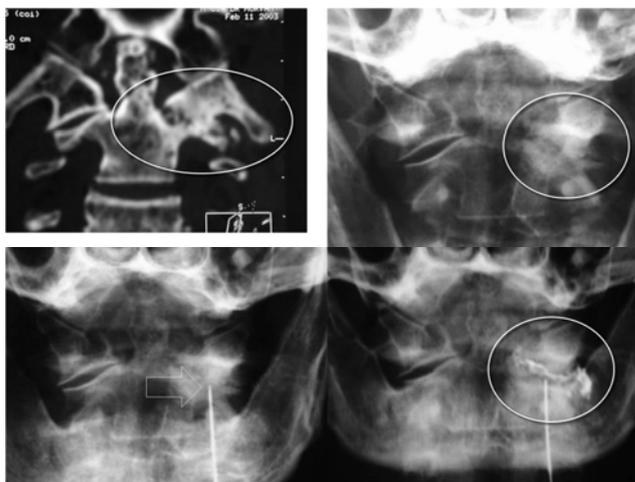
a : arthrose C1/C2 latérale gauche (reconstruction TDM frontale) ; b : cliché de face bouche ouverte, patient en position de ponction ; c : aiguille en place ; d : opacification articulaire et infiltration.
